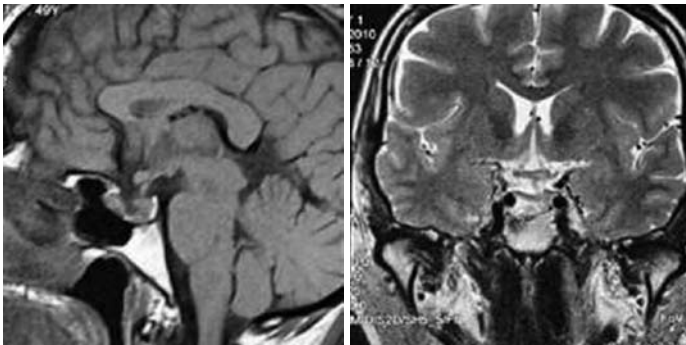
Контрольна МРТ головного мозку через 12 міс після операції.
